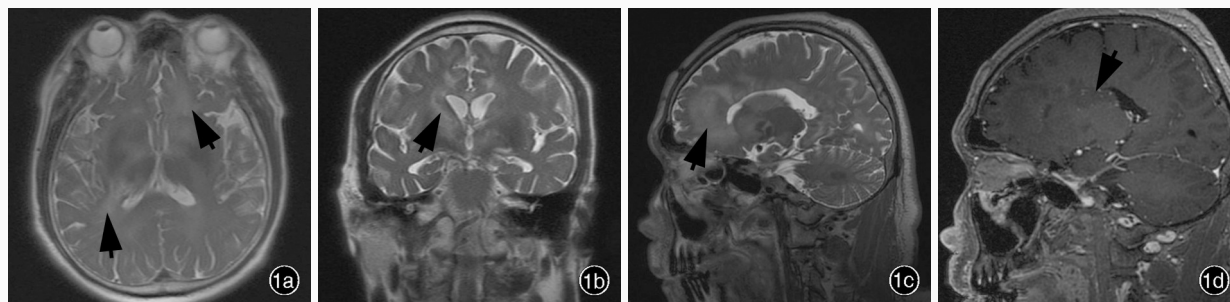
头部 MRI 检查所见 1a 横断面 T₂WI 显示, 双侧额叶、侧脑室旁、尾状核头部、豆状核、胼胝体内高信号(箭头所示) 1b 冠状位 T₂WI 显示, 双侧额叶、侧脑室旁、尾状核头部、豆状核、胼胝体内高信号(箭头所示) 1c 矢状位 T₂WI 显示, 双侧额叶、侧脑室旁、尾状核头部、豆状核、胼胝体内高信号(箭头所示) 1d 矢状位增强 T₁WI 显示, 侧脑室周围散在点状强化灶(箭头所示)
